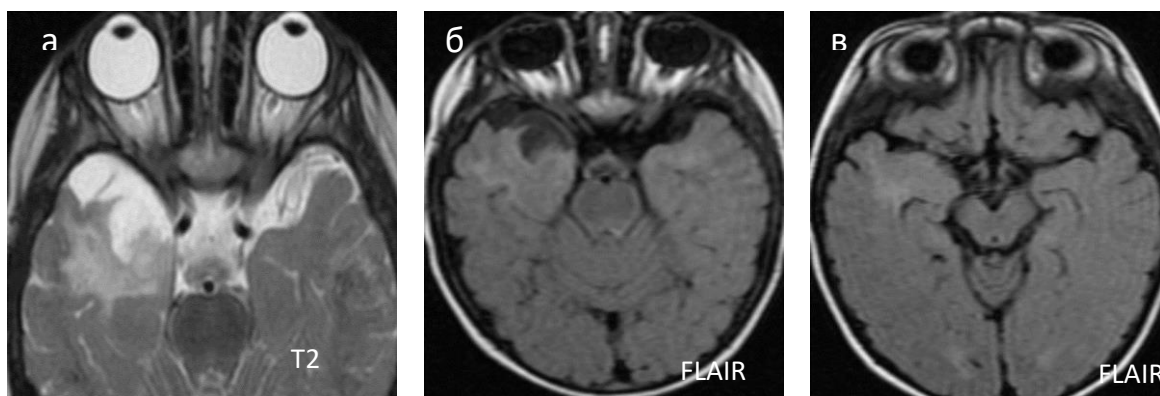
Пациент Ш. Диагноз структурная эпилепсия. Предполагаемый диагноз – ФКД. По данным стандартного МРТ выявлен субстрат в правой височной доле без масс-эффекта, перифокальной реакции (а, б, в). В режиме FLAIR отмечается сглаженность серо-бело дифференциации (б, в). Отмечается трансмантийный признак (в)
